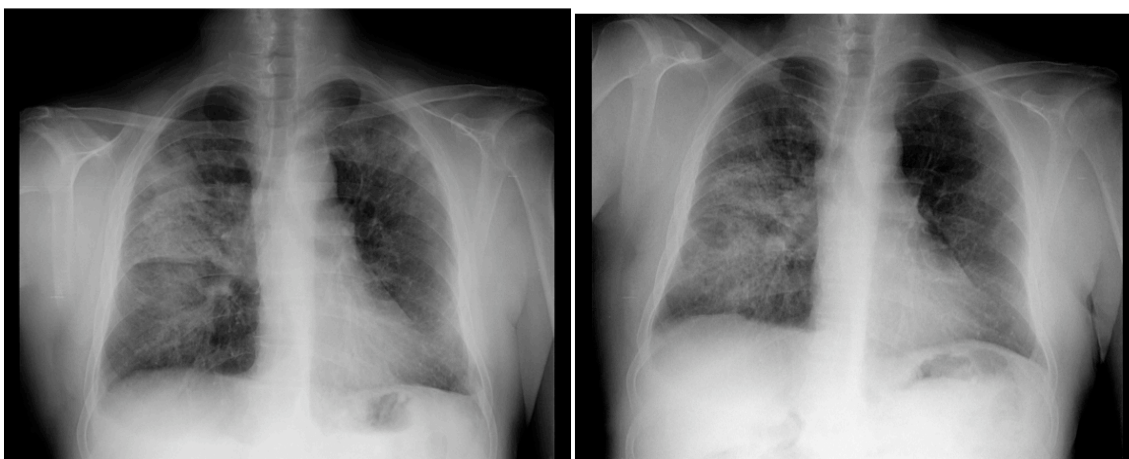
Radiografias do Tórax de 18/08/2003 (à esquerda) e de 25/08/2003 (à direita).
